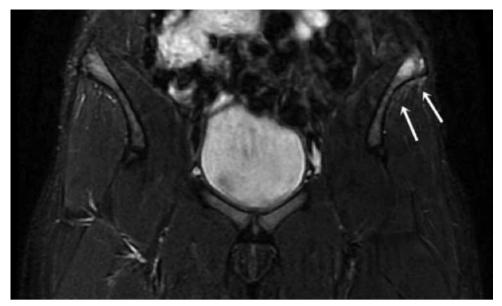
Resonancia magnética, corte coronal STIR. Además del edema óseo visible en el plano axial, se advierte edema en los tejidos blandos adyacentes que incluye las fibras musculares proximales del glúteo medio (flechas blancas).
